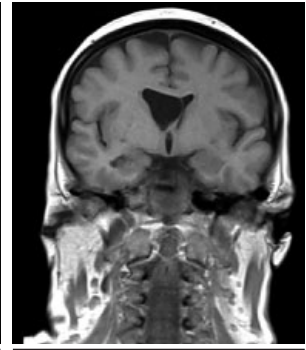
Brain MRI, T1-weighted sequence, coronal projection
